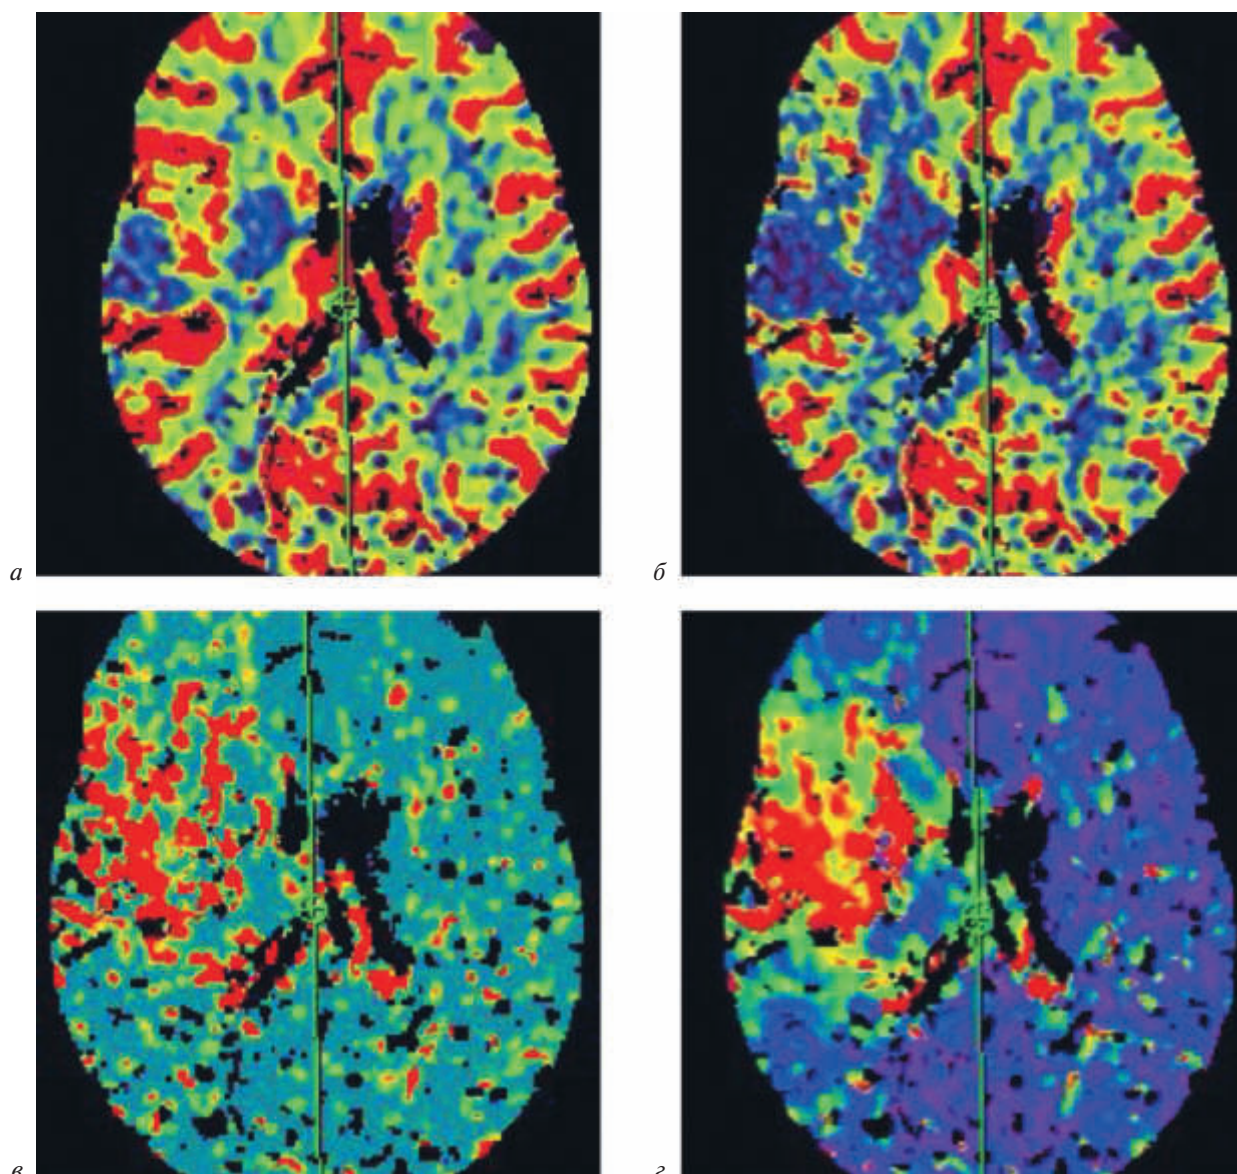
Данные компьютерной томографической перфузии:
